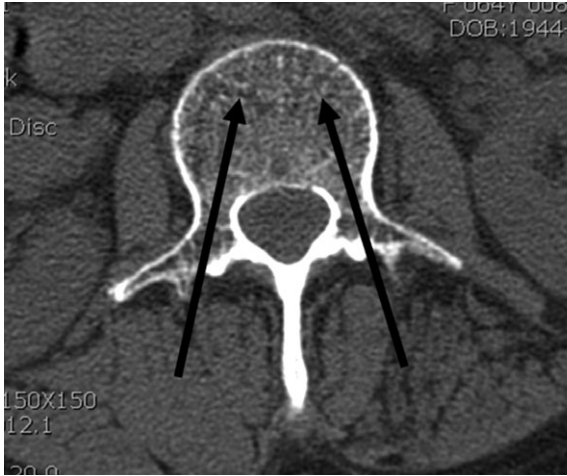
Transpedicular approach. The entry point is the bone at the junction of the pedicle and posterior vertebral body on the lateral X-ray film.
